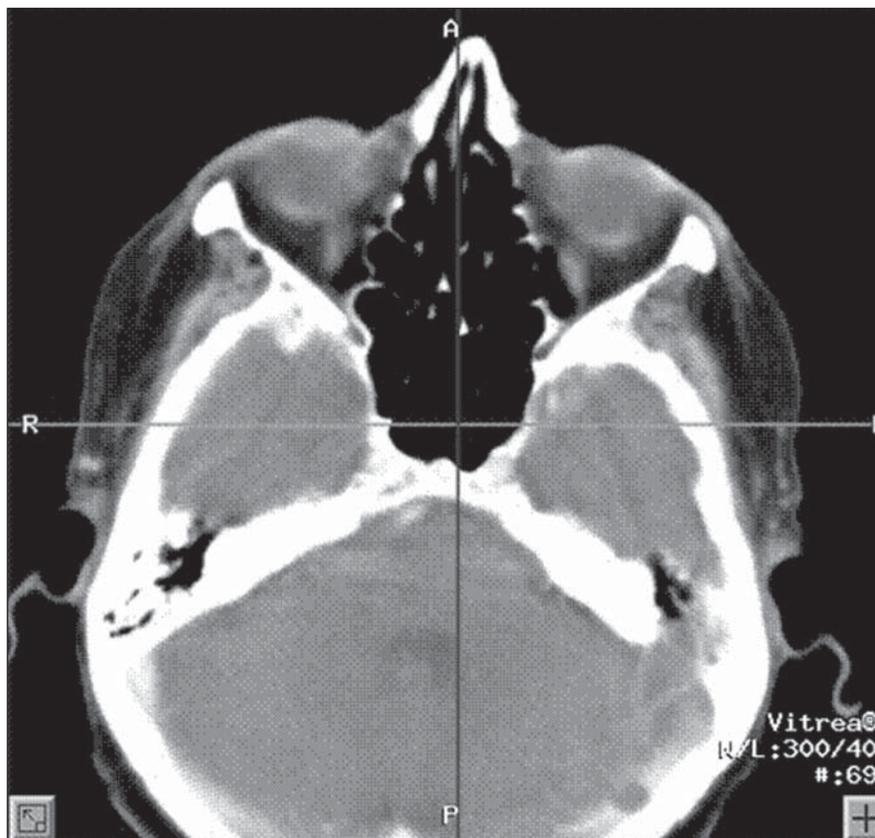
Utilização da tomografia computadorizada para identificação humana.
